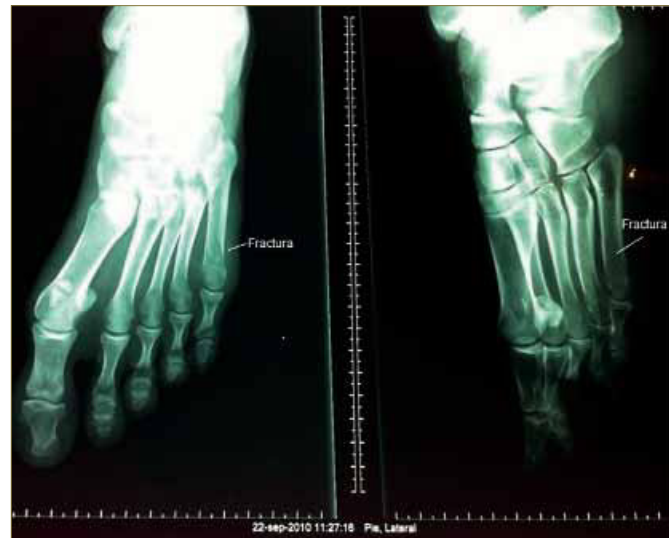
Radiografías AP y Lat, pie izquierdo.
